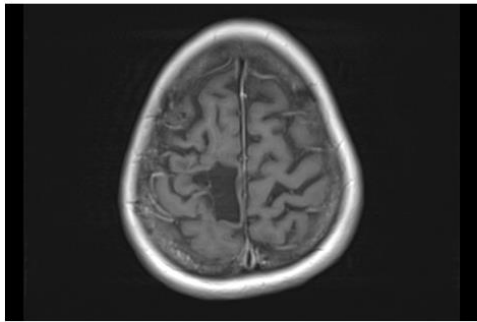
Axial T1-weighted MRI scan showing disappearance of the multiloculated contrast-enhanced lesions.
